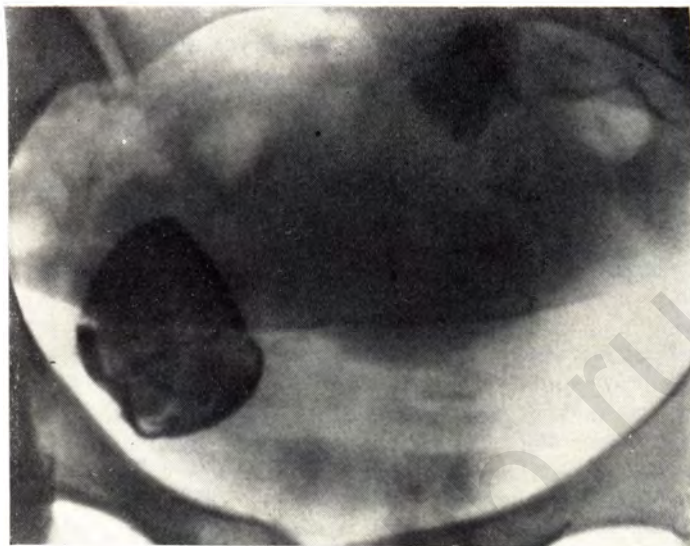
Обзорная рентгенограмма. Обызвествленная миома матки и обызвествленная фиброма правого яичника.
